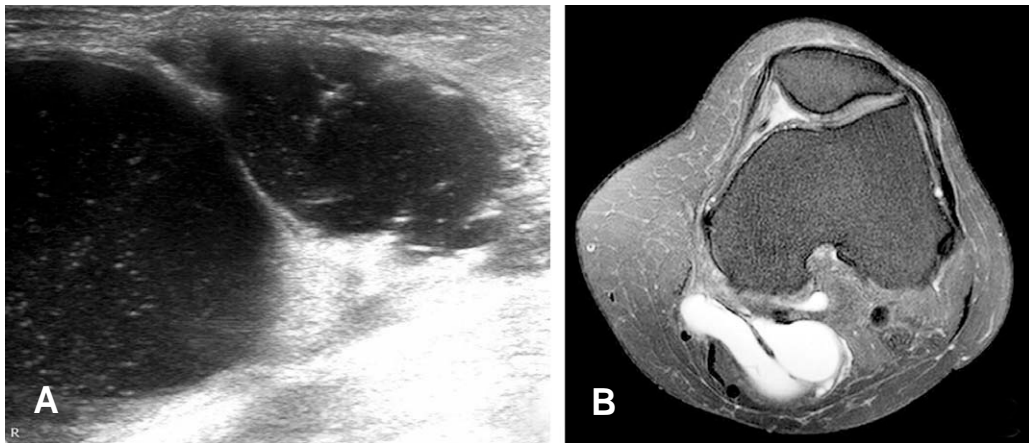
Sonogram (A) and MRI (B) showing a septation of a Baker's cyst in a 67 year old female.
